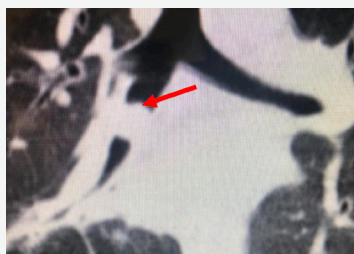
Tomografía de tórax. Se muestra imagen redondeada en bronquio intermedio derecho (flecha roja). Varón de 9 años de edad. Presenta hemoptisis. Biopsia tumoral compatible con carcinoma bronquial. Se realiza cirugía resectiva del tumor con segmento de bronquio afectado y anastomosis bronquial terminoterminal.
